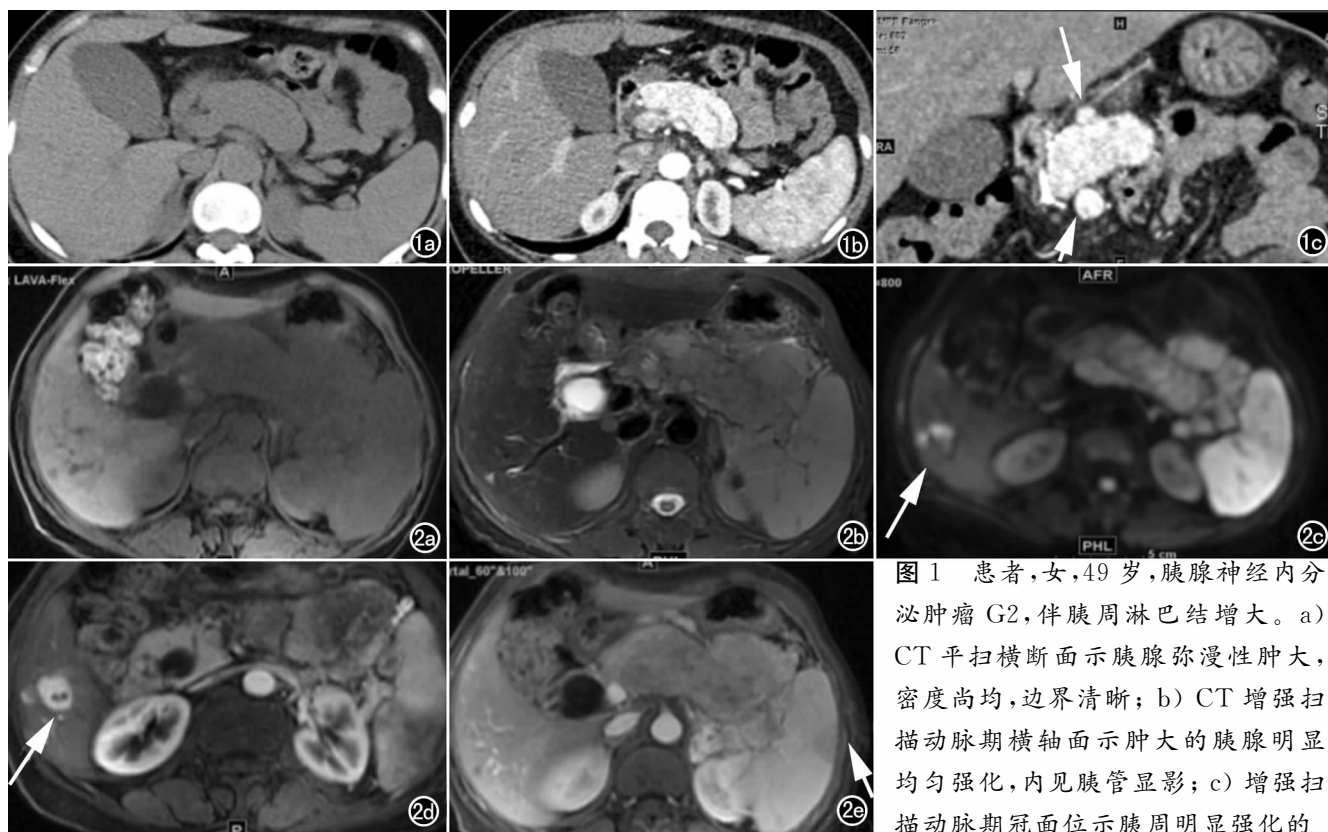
患者,女,49 岁,胰腺神经内分泌肿瘤 G2,伴胰周淋巴结增大。a) CT 平扫横断面示胰腺弥漫性肿大,密度尚均,边界清晰; b) CT 增强扫描动脉期横轴面示肿大的胰腺明显均匀强化,内见胰管显影; c) 增强扫描动脉期冠面位示胰周明显强化的淋巴结(箭)。
